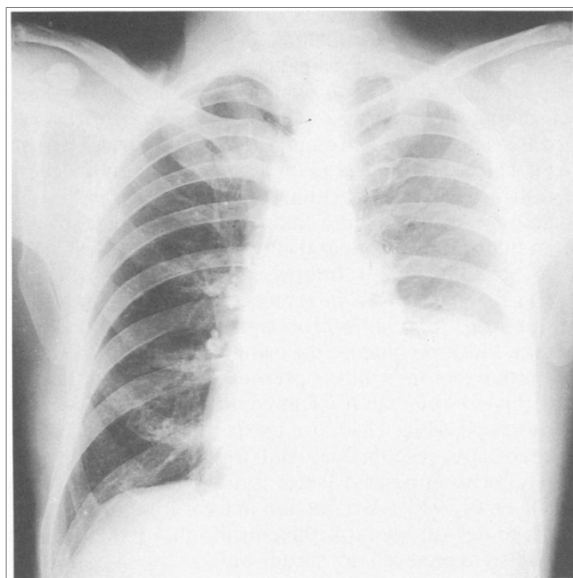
Radiografia de tórax evidenciando derrame pleural à esquerda.
